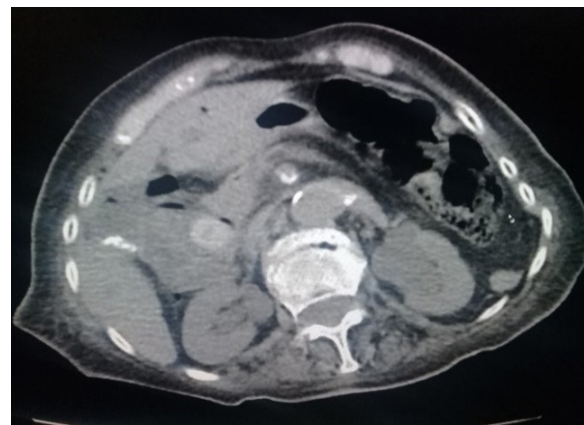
TC simple de abdomen corte axial: lesión hiperdensa de 22 x 14 mm circunscrita, localizada en la segunda porción del duodeno.
